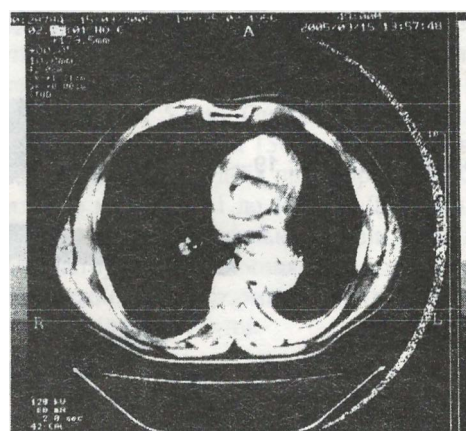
Комп'ютерна томограма хворого Ч., 50 р. Центральний рак лівої легені, екзобронхіальна форма. На комп'ютерній томограмі з в/в контрастуванням візуалізується утвір розмірами 4,2x2,8см. Збільшені нижні бронхолегеневі л/в зліва розміром 2,3x2,1 см.
